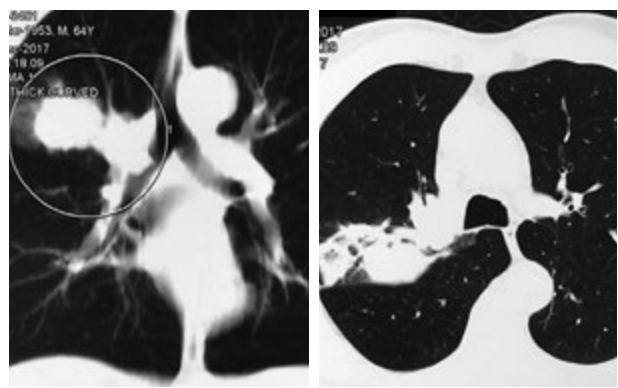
Chest CT scan of patient S.
